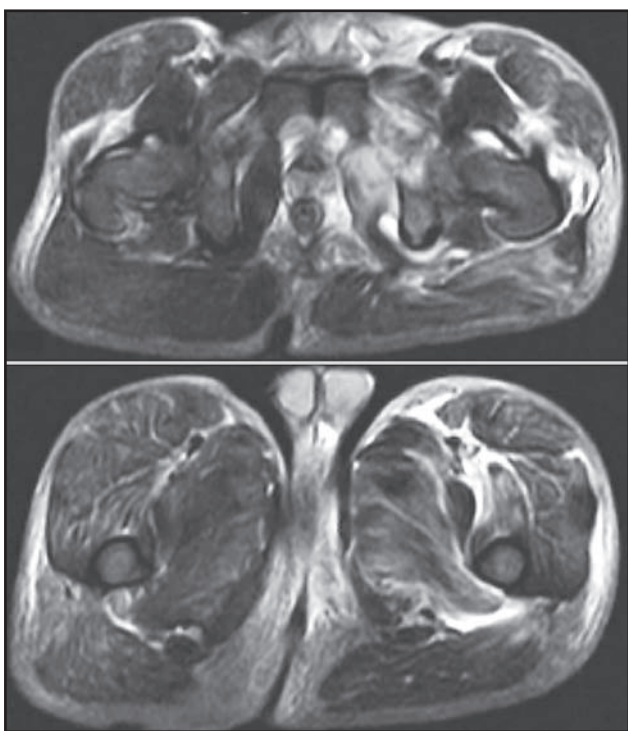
Resonancia magnética con inflamación de músculos pélvicos.
